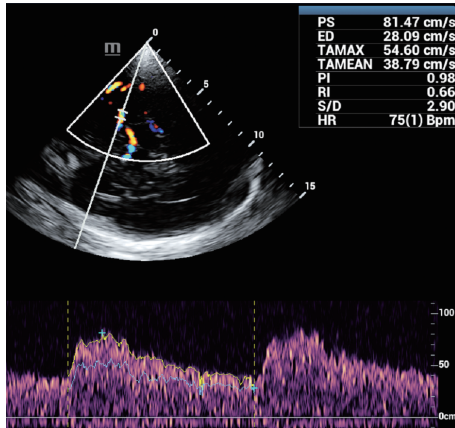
脓毒症脑病组患者(女,67岁)经颅多普勒超声图
